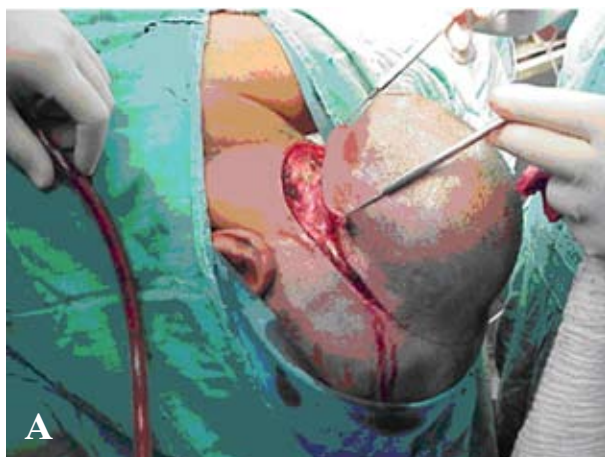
Vista transoperatoria (caso 6) durante la resección del colgajo tumoral (A). Puede apreciarse la agresividad del tumor sobre el hueso (B) originando erosión y destrucción regional difusa, el cual fue removido completamente vía craneotomía. Interesantemente, la afectación ósea no se evidenció en la tomografía axial computarizada craneal preoperatoria en las proyecciones de ventana ósea.
